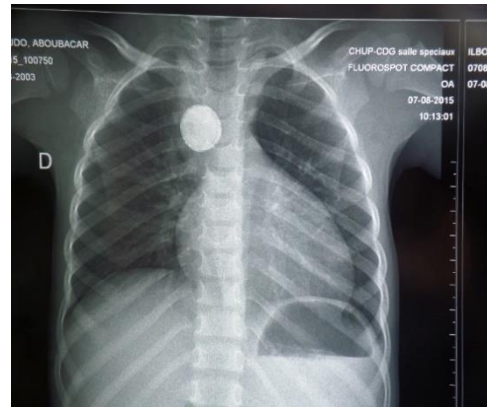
Radiographie du thorax de I.A. de face
